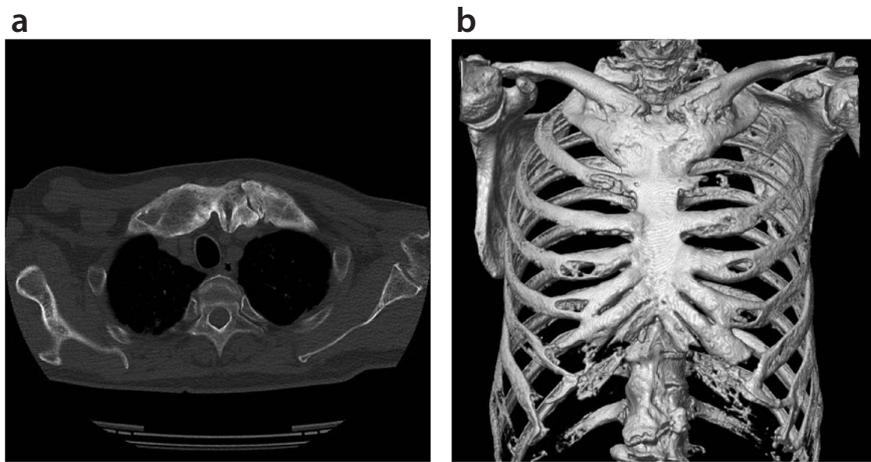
症例2の初回受診7年後の骨条件CT(a)と3D画像(b)
